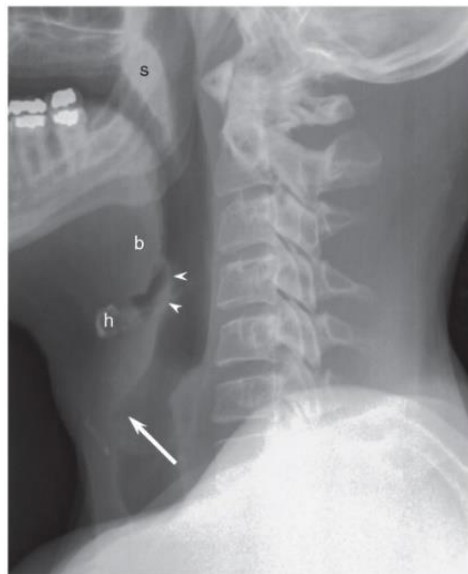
Lateral radiograph of the neck emphasizing soft tissues. The soft palate (s), tongue base (b), hyoid bone (h), and epiglottis (arrowheads) are marked. The laryngeal ventricle is barely visible as a dark wedge (arrow).
